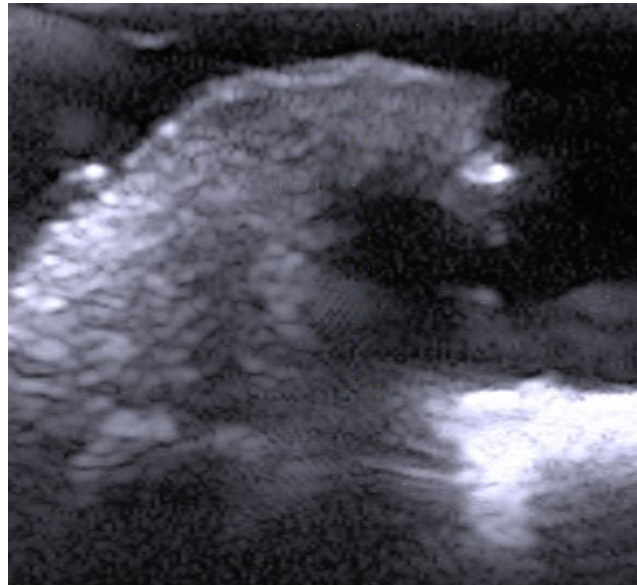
Sonographische Darstellung der Schnittkante
